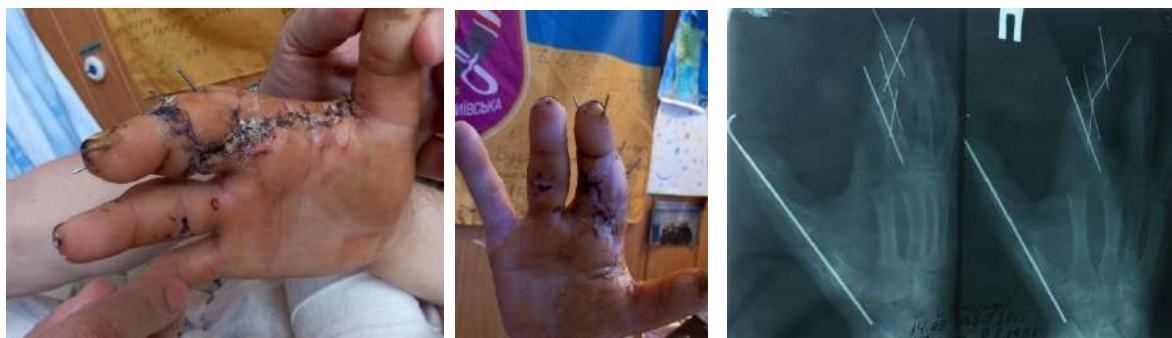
Пацієнт Г., історія хвороби 3302. Фото та рентгенограми кисті після транспозиції васкуляризованої с/ф 2 пальцю в позицію с/ф 3 пальця, формування вузької чотирипалої кисті, ситуаційний МОС шпичками
